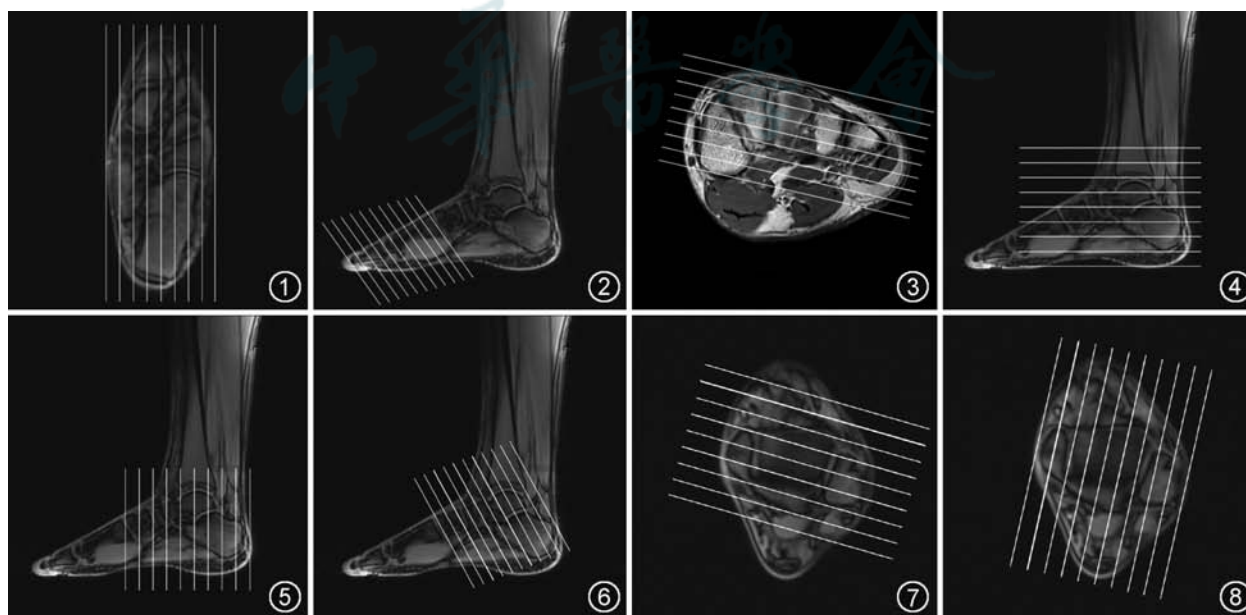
足部 MRI 扫描标准成像平面。图 1 示全足 MRI 垂直矢状面扫描线;图 2,3 示前足 MRI 跖骨短轴平面和长轴平面扫描线;图 4-6 示中足 MRI 垂直横断面、垂直冠状面、斜冠状面扫描线;图 7,8 示后足 MRI 踝穴冠状面和矢状面扫描线
